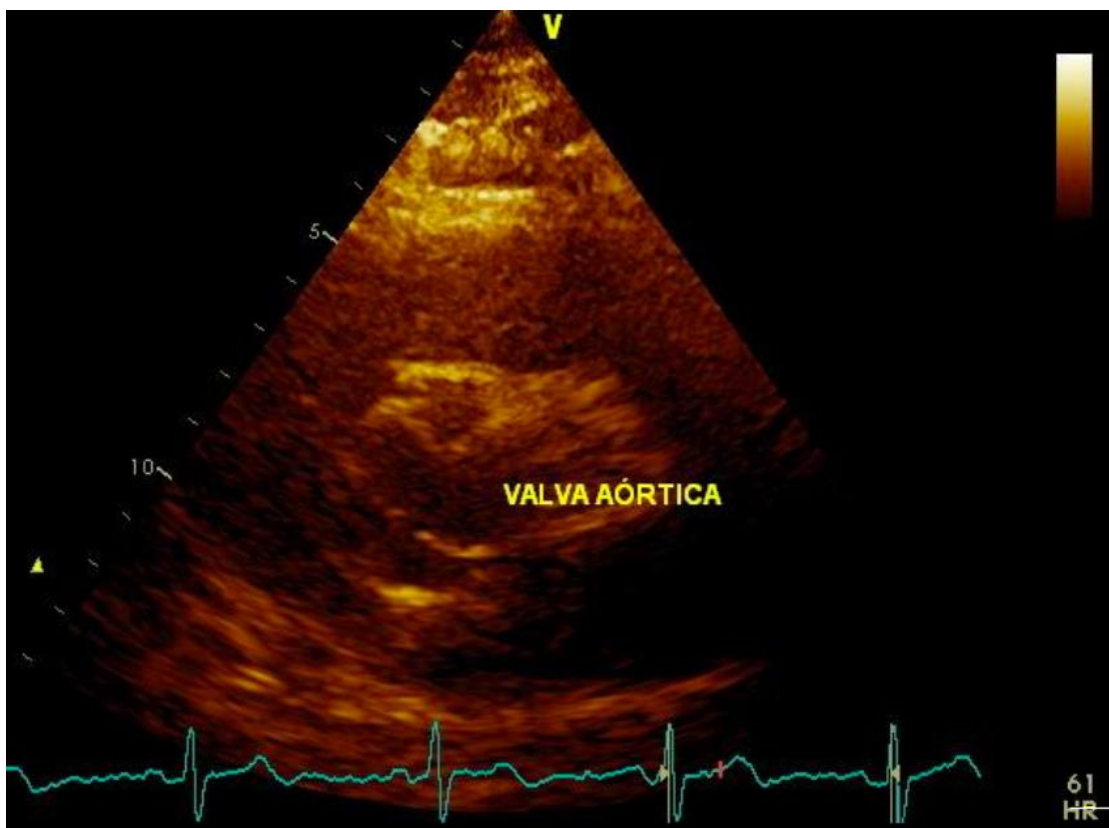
Janela paraesternal transversal do ecocardiograma transtorácico evidenciando Valva Aórtica Bicúspide.
